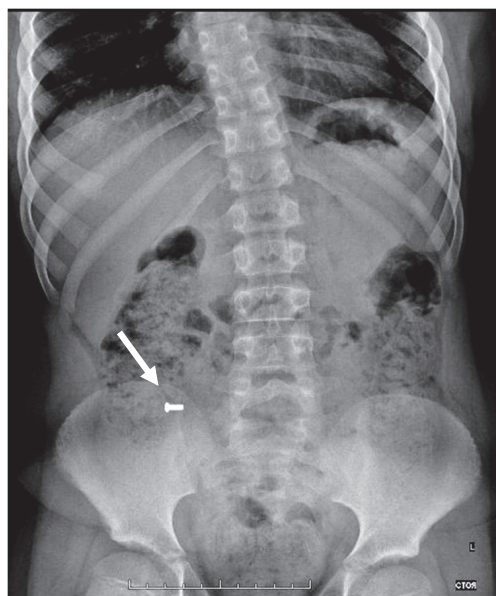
Обзорная рентгенограмма брюшной полости при поступлении 26.02.2020 г. Стрелкой отмечено рентгеноконтрастное инородное тело в правом нижнем квадранте
